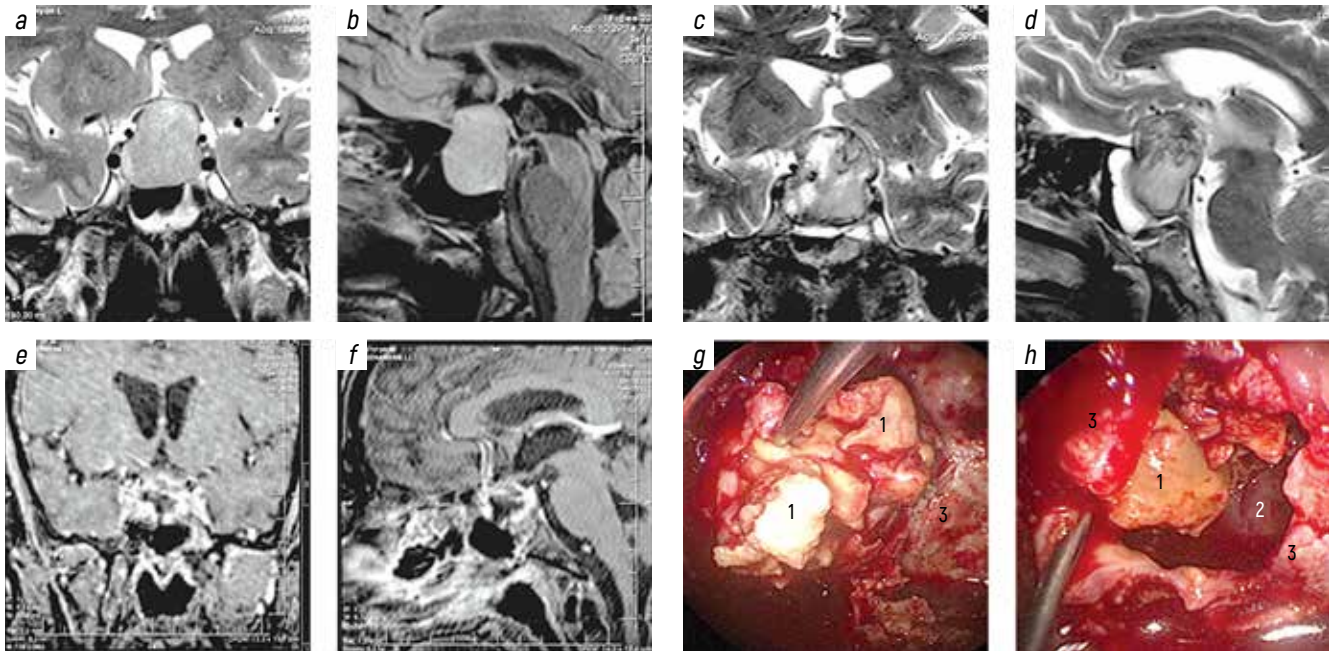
Clinical example of typical pituitary apoplexy with surgery performed 1 month after the hemorrhage. Patient, 56 years, underwent magnetic resonance imaging (MRI) several months after developing visual impairment which showed a typical pituitary tumor (a, b). Two months later due to physical exertion noted development of typical clinical manifestations of pituitary apoplexy: acute headache, nausea, vomiting, fast decrease of visual acuity. He was hospitalized 1 month after deterioration with bilateral amaurosis. MRI showed increase in tumor size, its stroma became heterogenous, edema of the sphenoid sinus mucosa developed (c, d). Tumor was resected through transnasal access. During surgery, the tumor was untypical yellow color, dense, hard to separate from dura mater (e, f). MRI 2 months after surgery showed complete tumor resection (g, h). Neurological status after surgery showed light perception in the right eye with continued amaurosis on the left. A course of electrostimulation of the optic nerves did not lead to further positive dynamics.
